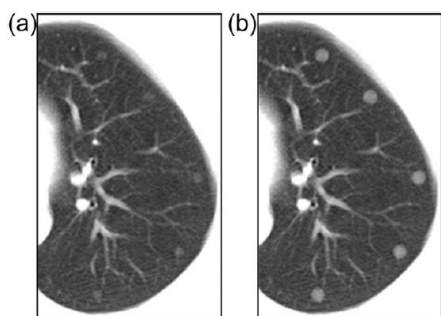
肺の辺縁 (5 か所) に挿入した Virtual Nodule。(a) 結節径: 5 mm、 ΔCT : 200 HU、(b) 結節径: 7 mm、 ΔCT : 400 HU。
